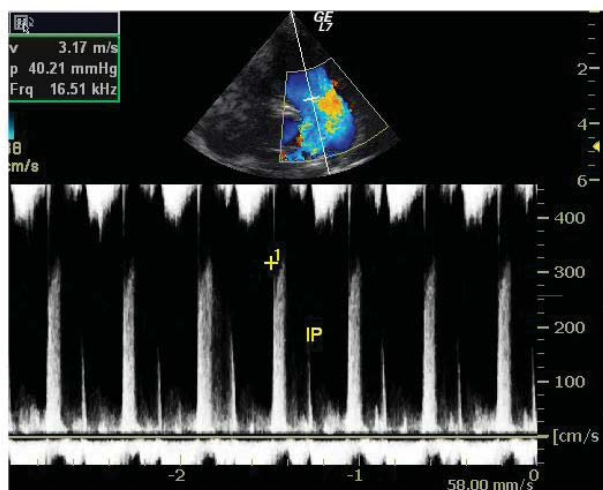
Ecocardiografie transtoracică incidentă parasternal ax scurt: dilatație de arteră pulmonară, insuficiență pulmonară (v max protodiastolică 3,12m/s).
